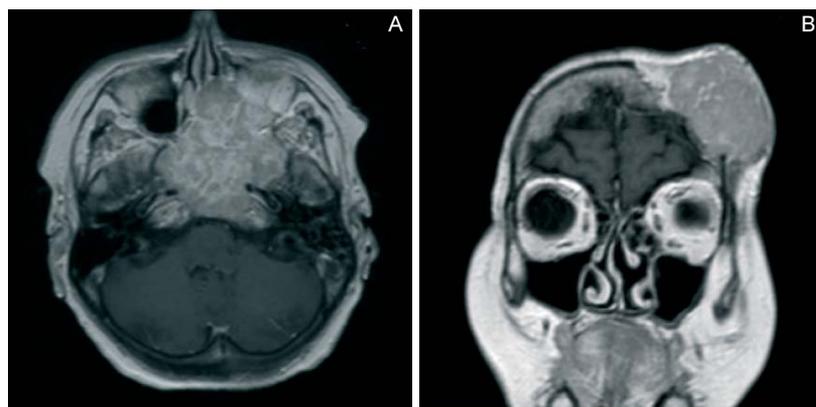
A. RM T1 con mezzo di contrasto del basicranio pre-chemioterapia. B. RM T1 con mezzo di contrasto della seconda lesione extracerebrale.
